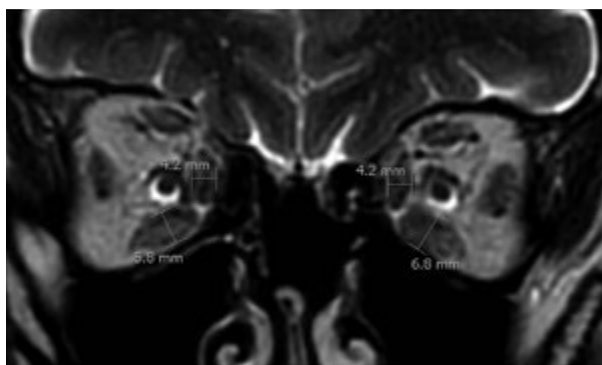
Caso 4. RM coronal. Medidas RM y RI.
